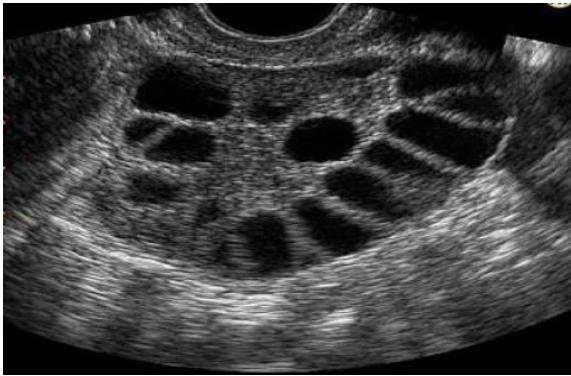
L'aspect des ovaires poly kystiques à l'échographie[102].
